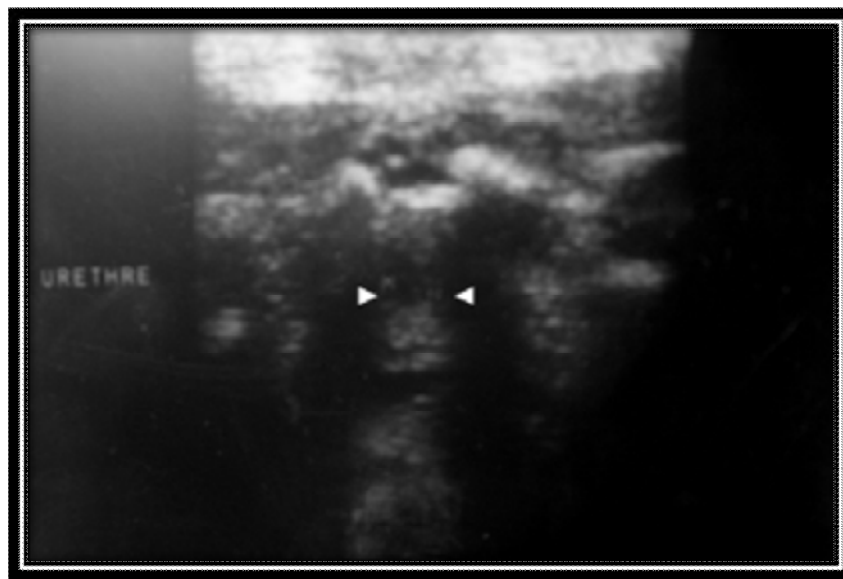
échographie réalisée chez un nouveau né de 3 jours : visualisation de la dilatation de l'urètre postérieur en amont d'une valve. [29]
